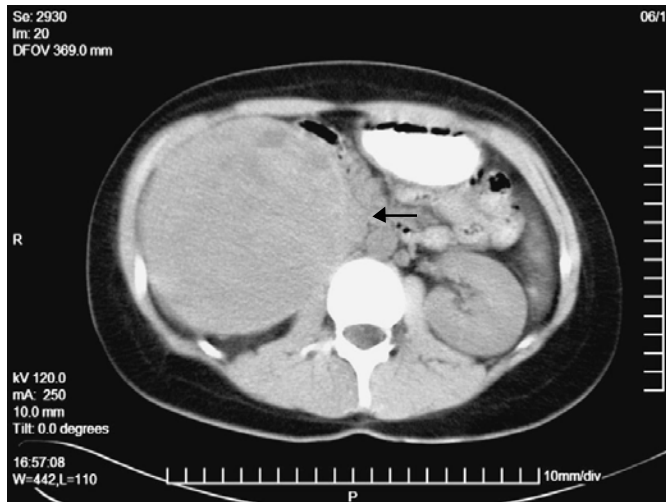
TAC de abdomen simple con medio de contraste oral, se observa una imagen redondeada de bordes bien definidos regular heterogénea (flecha) con zonas hipodensas en su interior, localizada en el espacio retroperitoneal.
